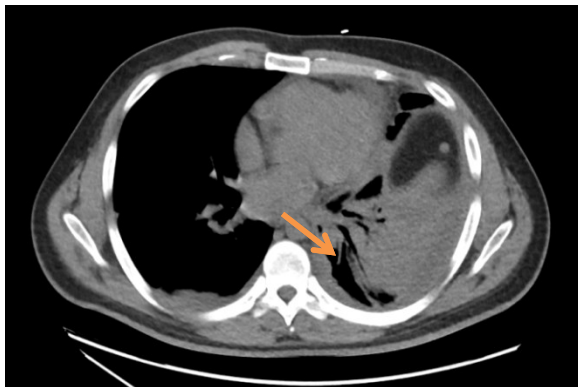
CT-Bild des Thorax ohne und mit Kontrastmittel bei chronischem Empyem links mit bronchopleuraler Fistel und Tumorokklusion (Karzinoid) des Segments 10 im linken Unterlappen (Pfeil)
